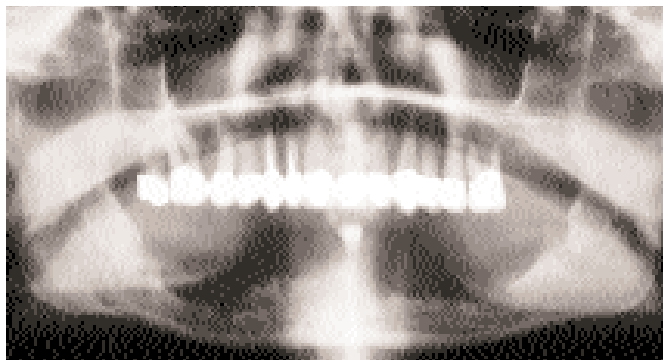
Orthopantomogramm (OPG) einer chronischen Osteomyelitis der Mandibula (Zur Verfügung gestellt von Prof. Dr. Dr. Wolff, Bochum)
